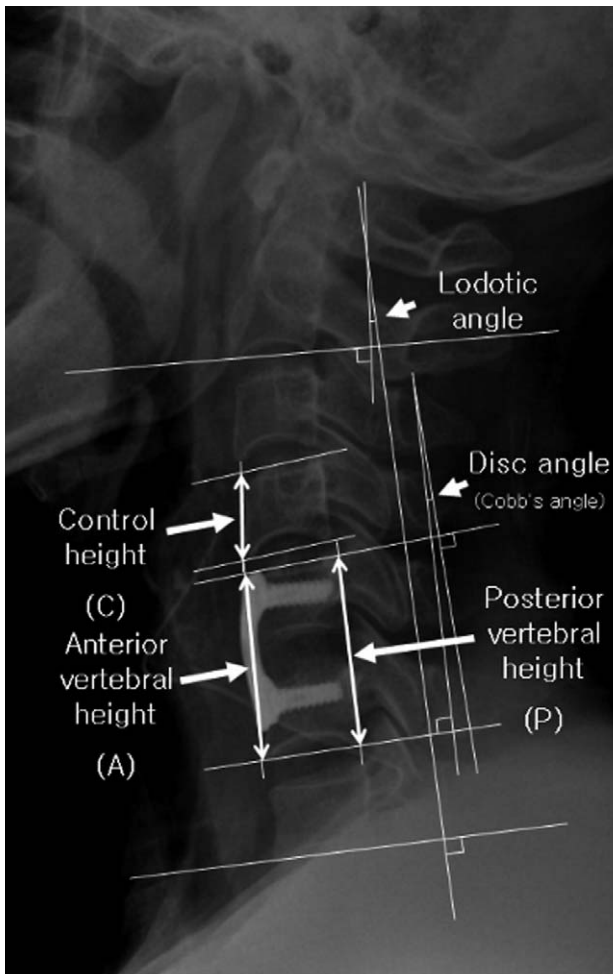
Radiograph showing linear and angular measurement.
